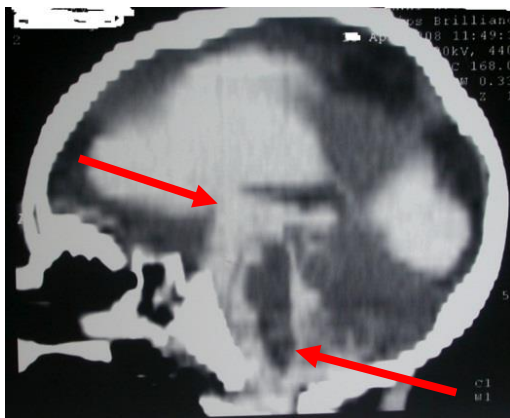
СКТ головного мозга (венстрикулография после операции). Распространение контраста по желудочкам и цистернам мозга (указано стрелками)
